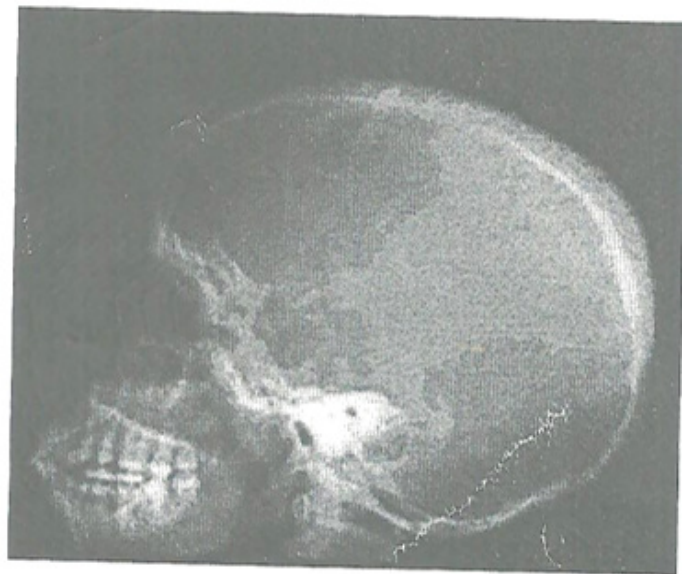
Radiographie du crâne de profil chez un sujet atteint de thalassémie : Notons l'élargissement excessif du diploé avec respect de l'occipital
